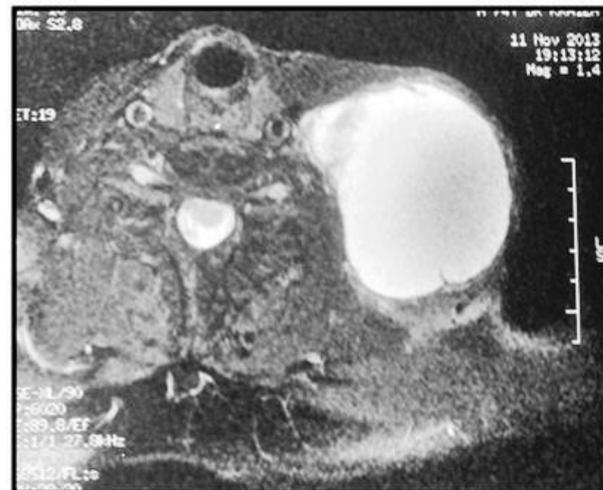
IRM cervicale, coupe axiale, en SP T2 : Lésion kystique latéro-cervicale gauche en hypersignal entourée d'une paroi régulière.
